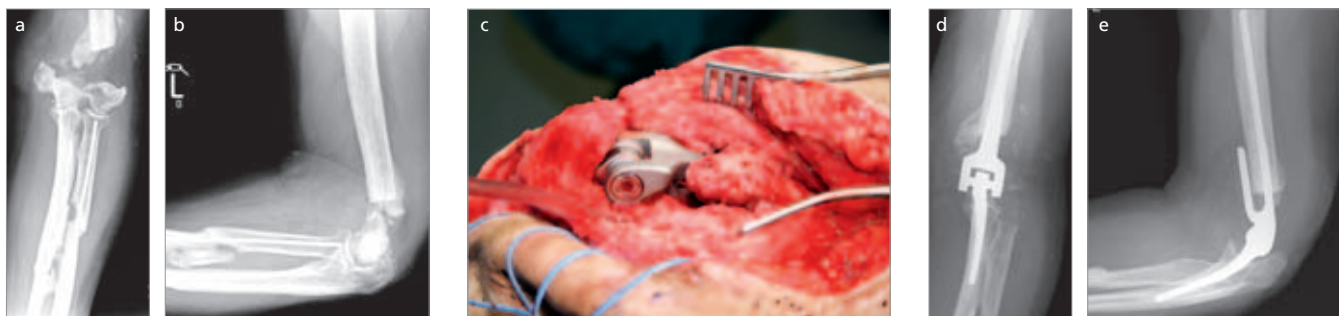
Röntgen präop.; Abb. 4c: intraoperativ nach Implantation; Abb. 4d, e: Röntgen postop.
